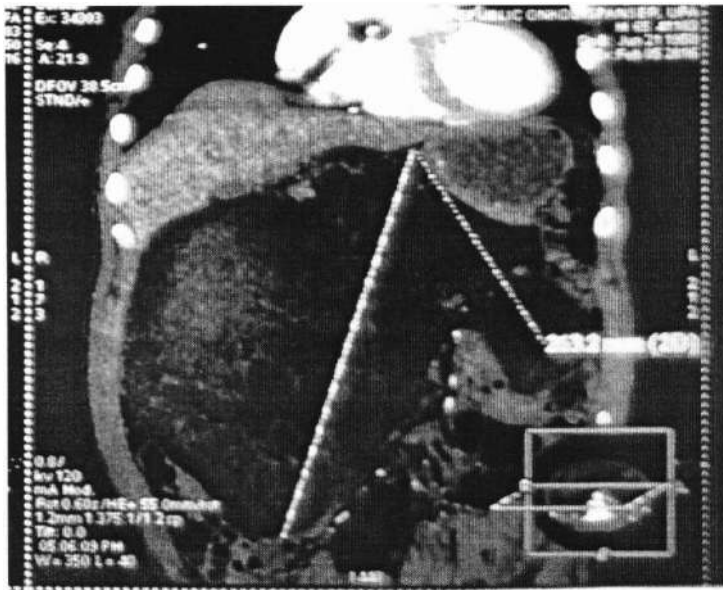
Компьютерная томограмма больного с липомой забрюшинного пространства справа.
